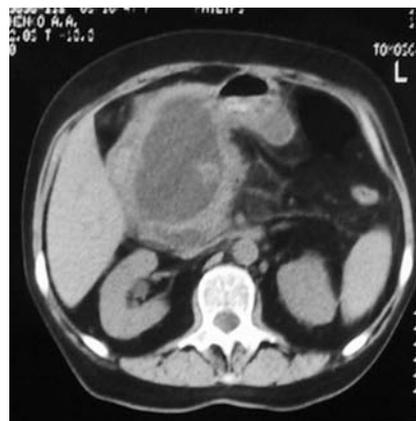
На компьютерной томограмме в области головки поджелудочной железы визуализирован крупный перипанкреатический абсцесс, содержащий секвестр. Гнойник отграничен пиогенной капсулой. Окружающие отделы клетчаточных пространств изменены минимально
